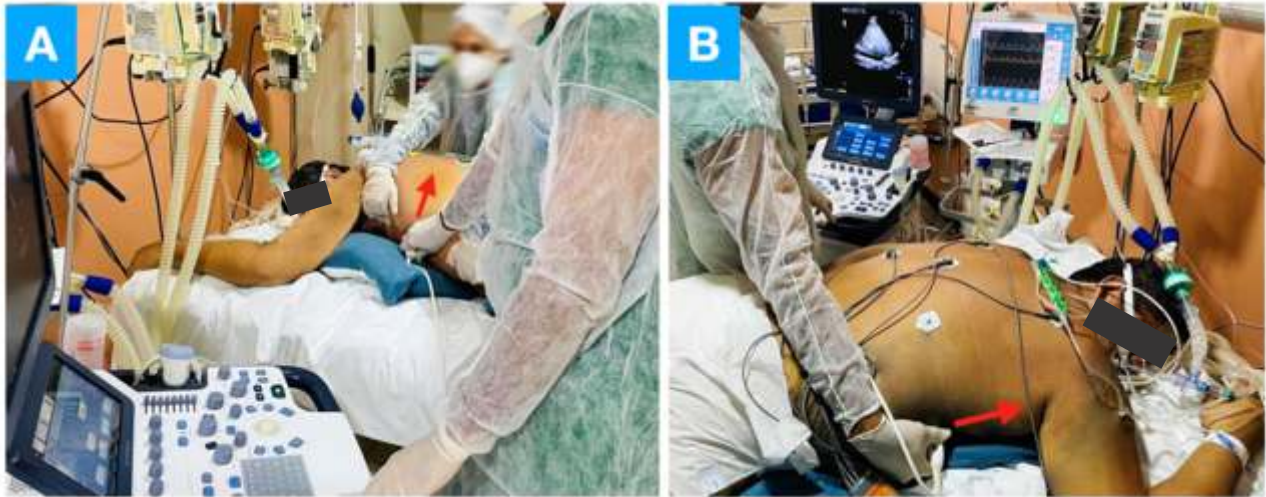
Executando o ecocardiograma transtorácico em paciente pronado. A: Posicionamento do paciente para obter o corte quatro câmaras, através da janela apical. B: Para visualizar a veia cava inferior. Ver descrição no texto.
